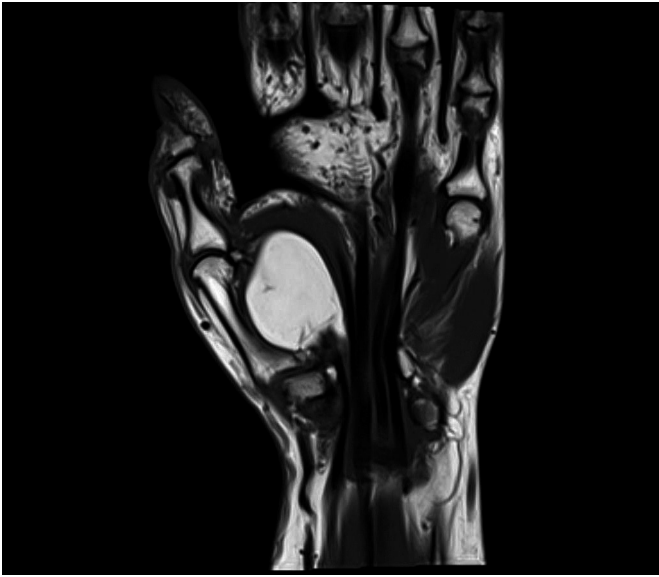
The coronal MRI shows that the tumor is independent of the first and second metacarpals and the periosteum of these bones is normal.
